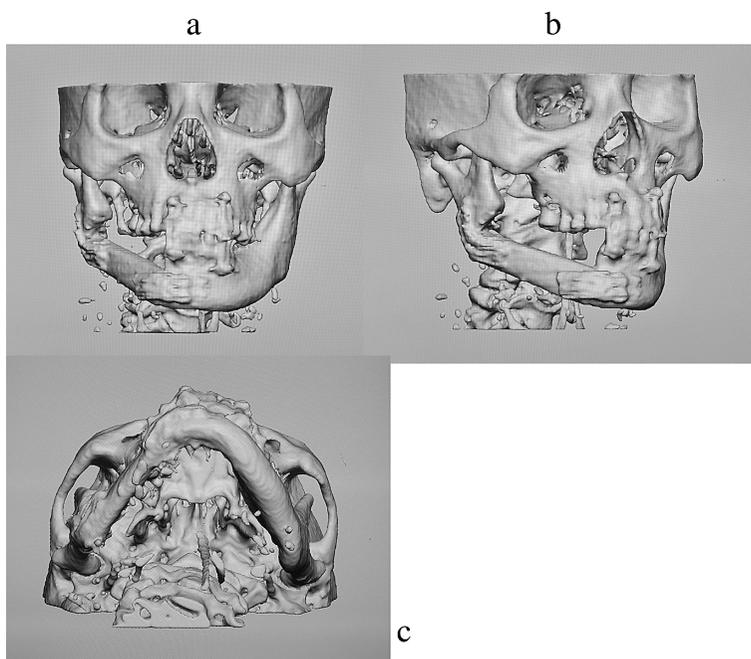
a, b, c; 術後2ヶ月の顔面骨 CT 所見。下顎縁は保たれている。
